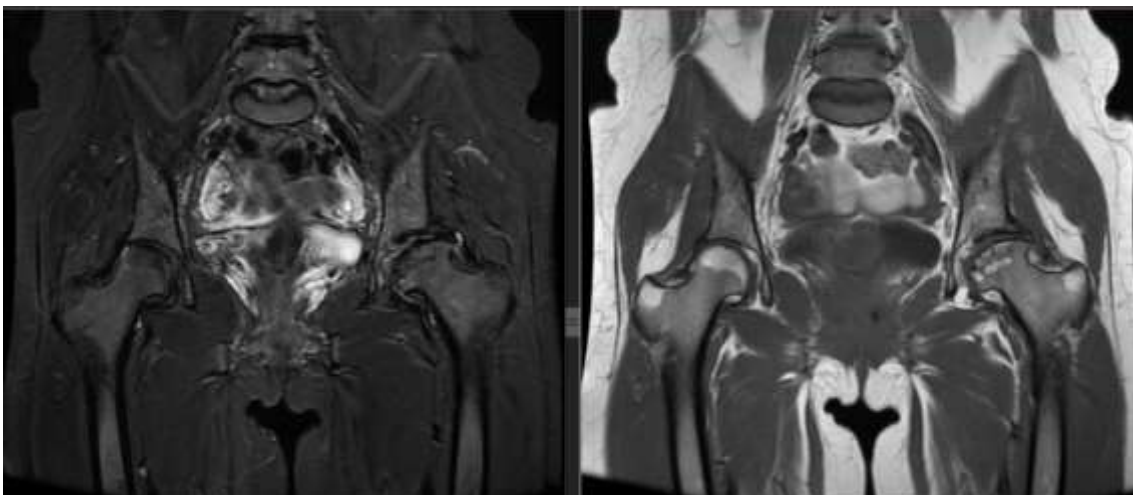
Imagens de ressonância magnética de quadris com osteonecrose da cabeça femoral (cortes em T2 à esquerda e T1 à direita dos mesmos quadris).
